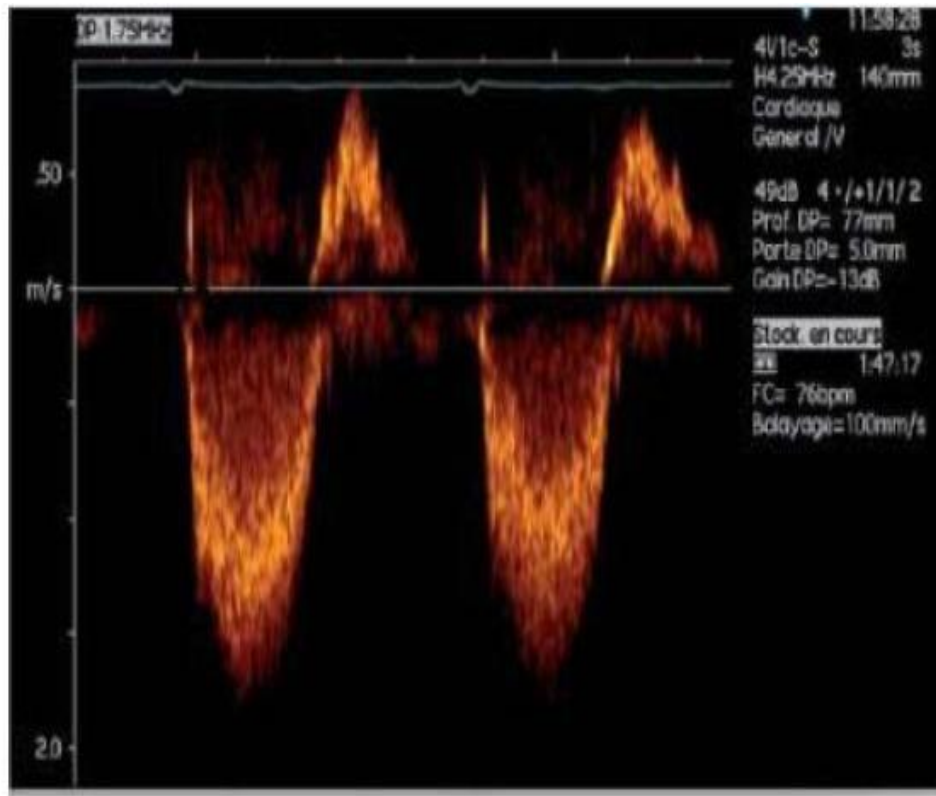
image échographique d'un flux laminaire au doppler pulsé.
